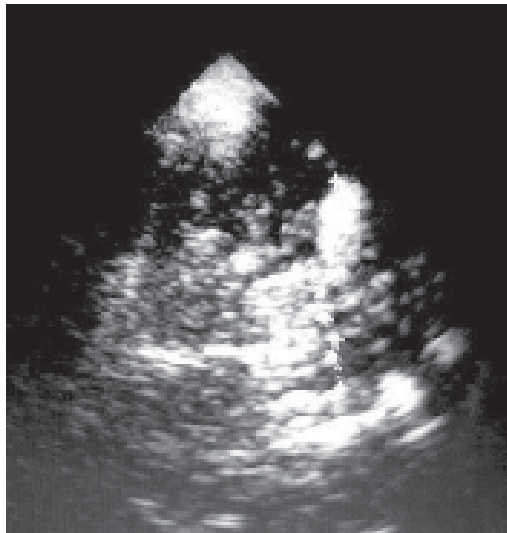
НСГ и КТ головного мозга больного В. определяется очаг ушиба 3 вида перивентрикулярной области.
